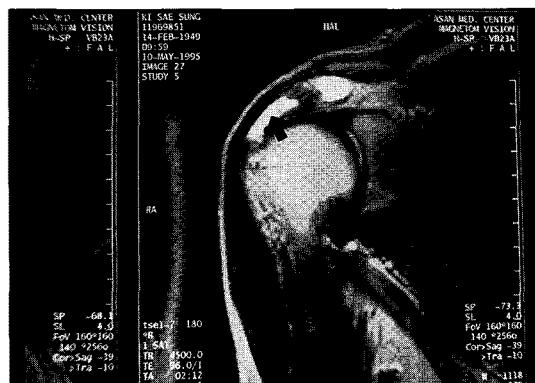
Example of MRI of Rotator cuff test.
